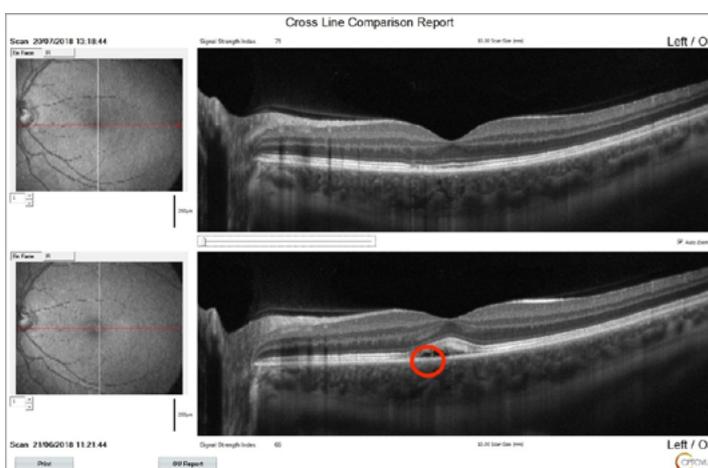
Динамика толщины сетчатки пациента Т. по данным оптической когерентной томографии
